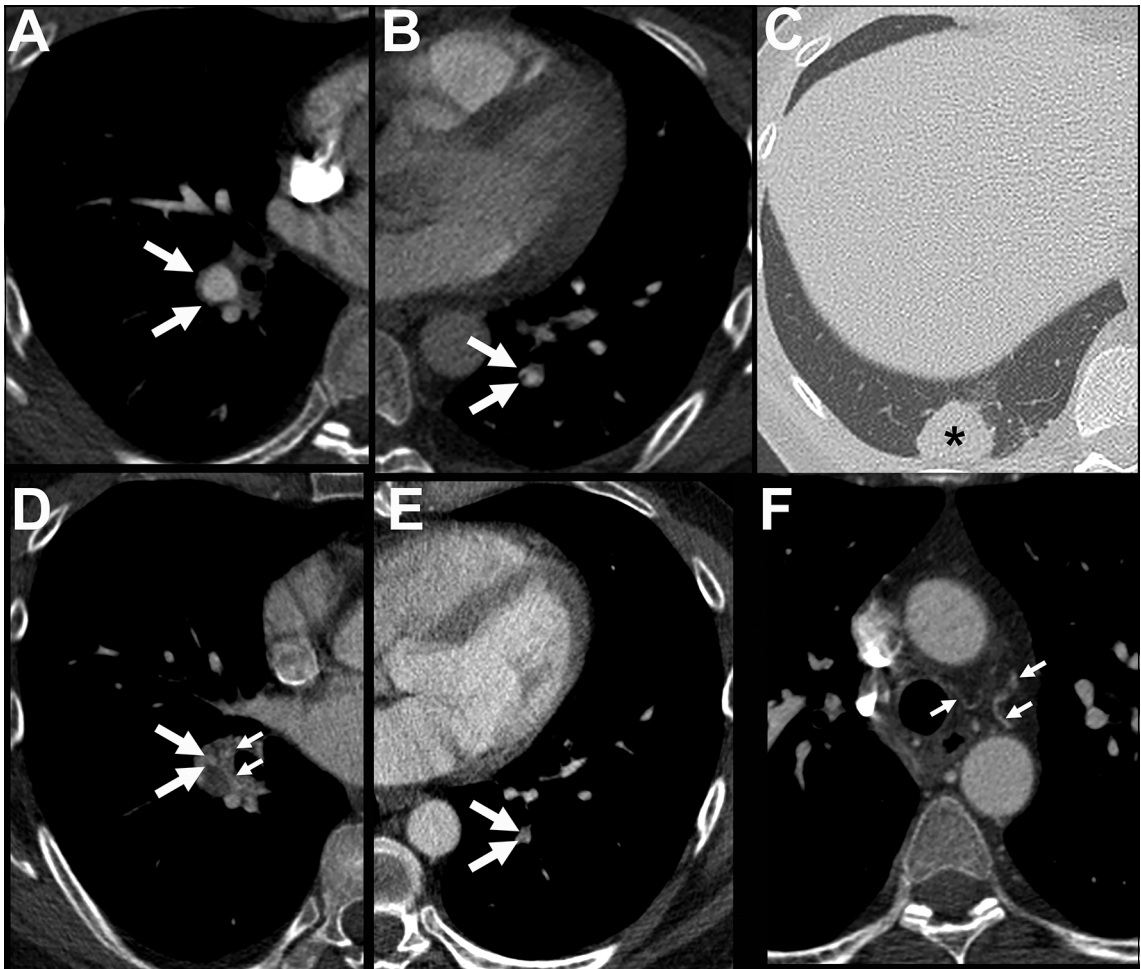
Imágenes de TC de tórax con contraste EV. A: Se evidencia dilatación aneurismática de arteria interlobar derecha (flechas blancas). B: Dilatación aneurismática con trombo mural concéntrico de la arteria del segmento basal posterior del lóbulo inferior izquierdo (flechas blancas). C: En la imagen de TC con ventana de parénquima pulmonar es evidente la presencia de un infarto pulmonar (*) y atelectasias laminares subpleurales asociadas en segmentos basales del lóbulo pulmonar inferior derecho. D: En el estudio de control post-tratamiento, se evidencia marcada disminución de calibre de la arteria interlobar derecha, con delgado trombo mural (flechas blancas) y aparición de vasos de circulación colateral (flechas blancas pequeñas). E: En la imagen correspondiente a B, se evidencia disminución del calibre de la dilatación aneurismática, observado que esta arteria es permeable (flechas blancas). F: En esta imagen con ventana de mediastino, en el estudio efectuado después del inicio de tratamiento, es evidente la aparición de vasos de circulación colateral (flechas blancas pequeñas).
